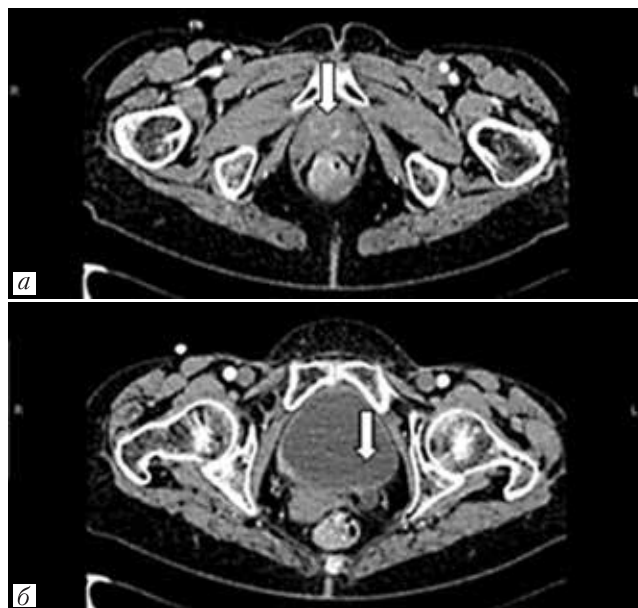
КТ органов малого таза с внутривенным контрастированием от 08.05.2018
